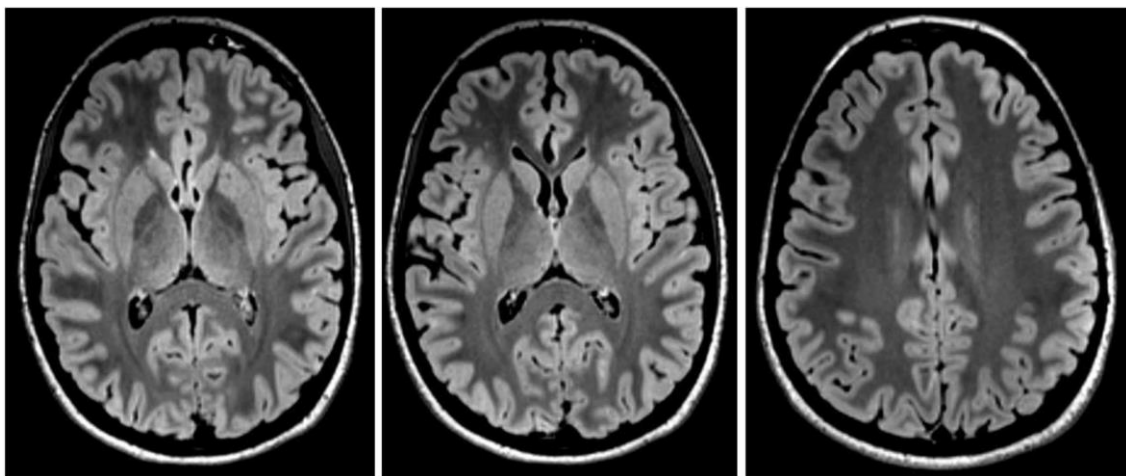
RMN realizado a paciente mujer de 21 años con encefalitis anti-NMDAR. Demuestra lesiones en la sustancia blanca bifrontal ^(16,21).
